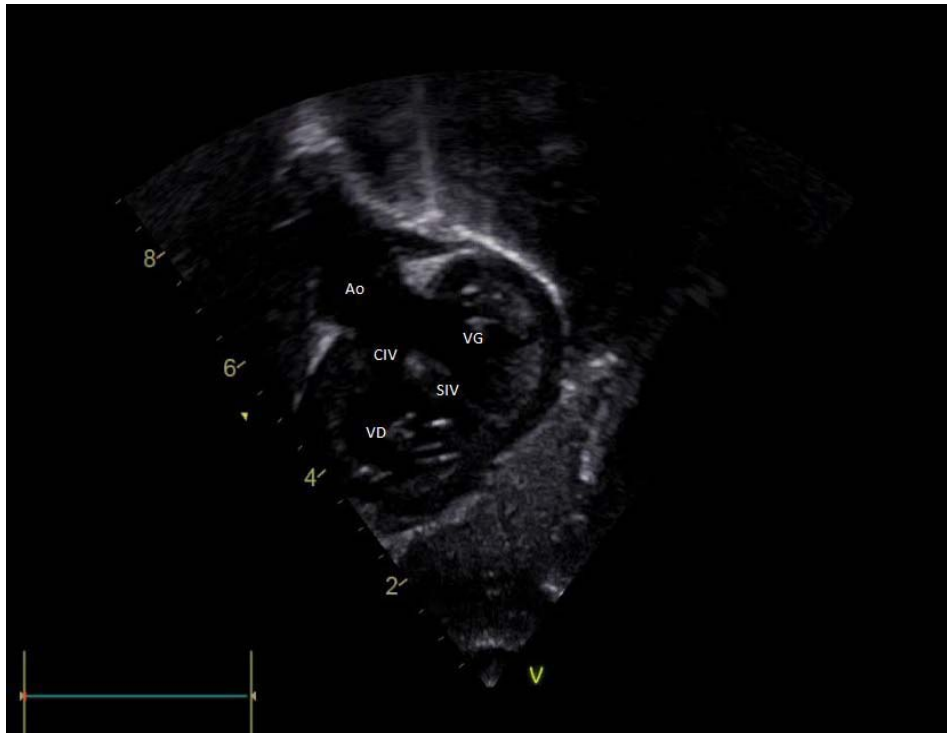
Image échographique de communication inter-ventriculaire (CIV).
